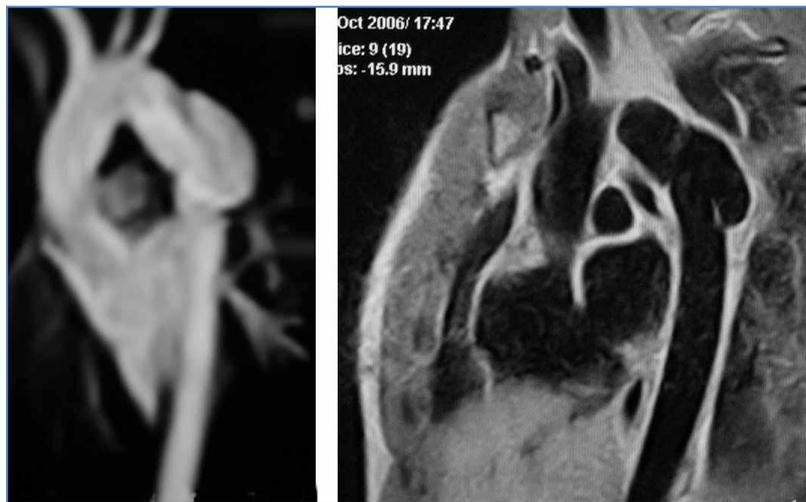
Angiorresonancia con las características imágenes de la transección aórtica traumática en la zona del istmo
